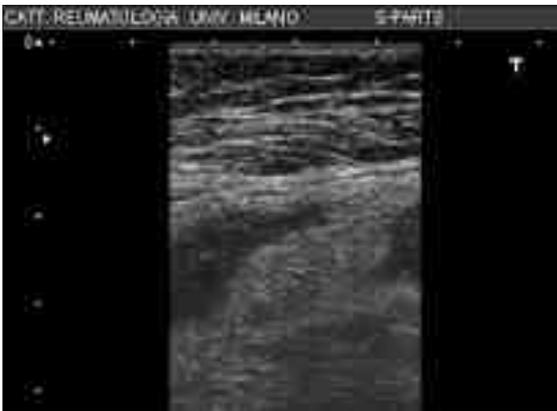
Scansione ultrasonografica longitudinale di ginocchio (sfondato sottoquadricipitale laterale) che mostra iperplasia sinoviale in paziente affetto da artrite reumatoide.
